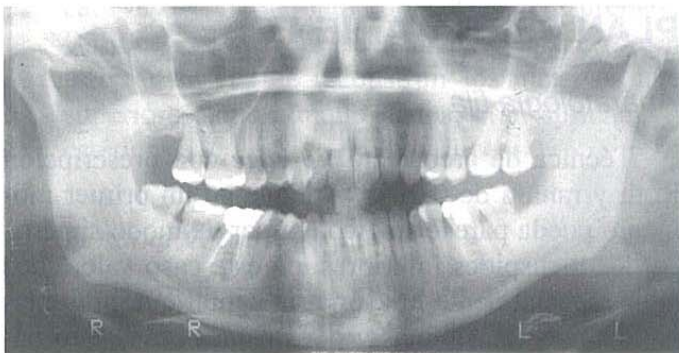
Ortopantomografía inicial (12/1999).
